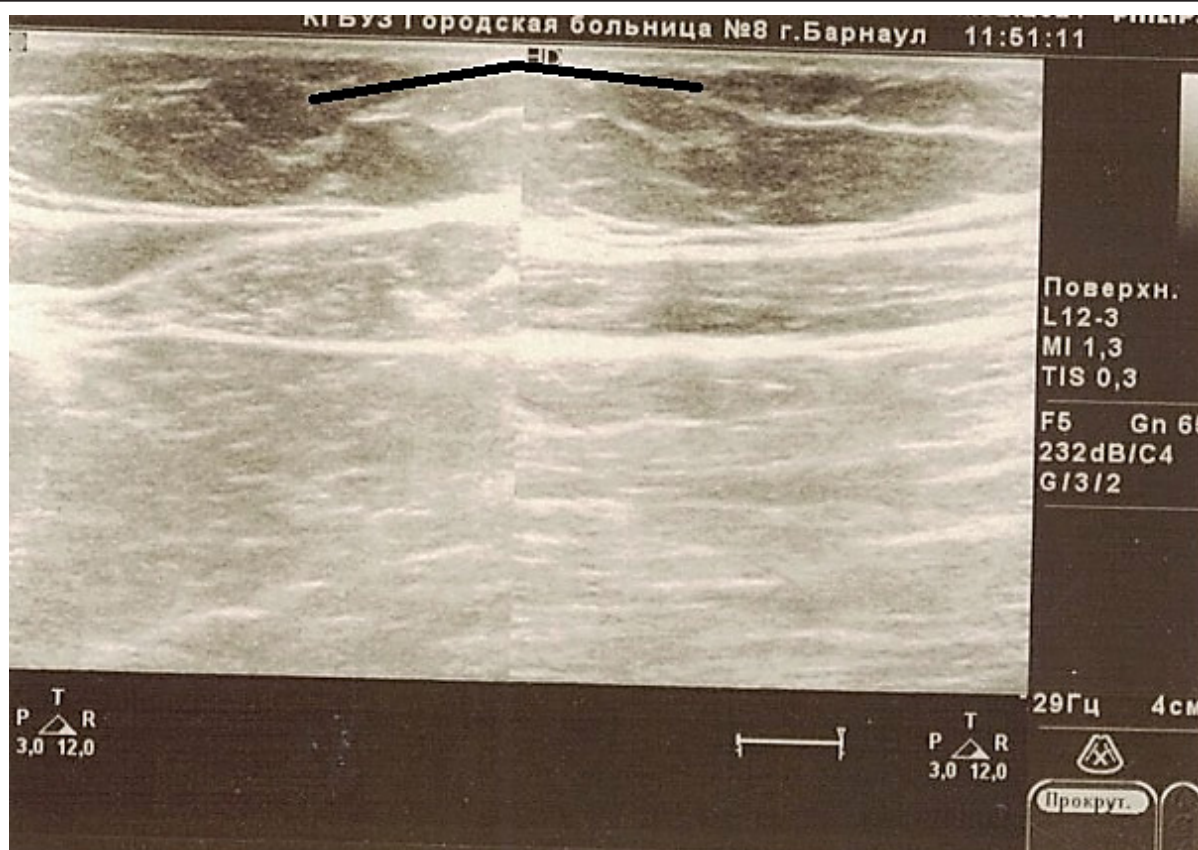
УЗИ мягких тканей бедра и голени больного 58 лет при выписке
